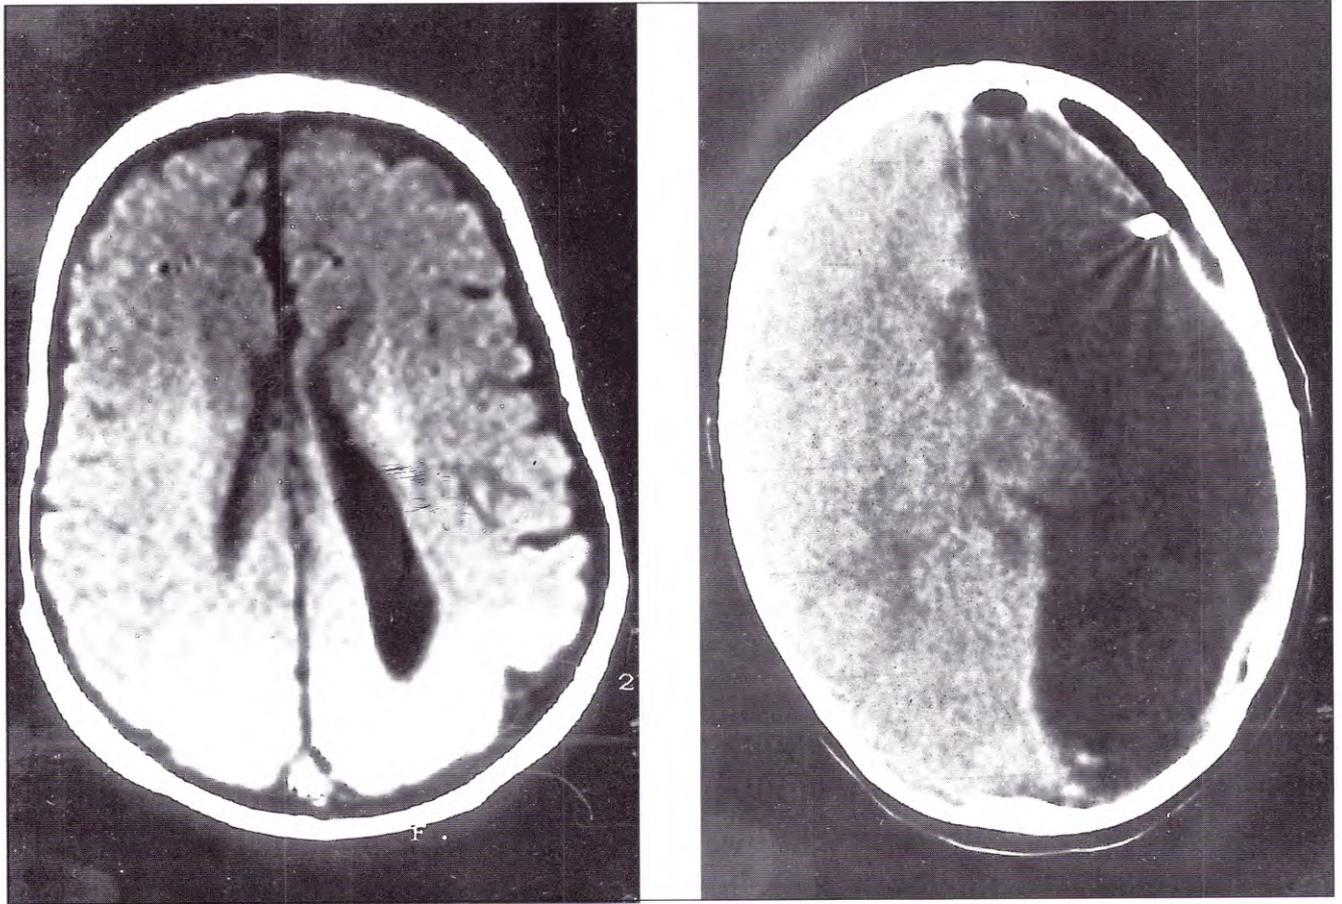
A. IRM prequirúrgica de un paciente de 10 meses de edad. Diagnóstico: hemimegalencefalia, incluida en las así llamadas "Epilepsia catastrófica de la infancia". Operada en julio/97, experimentó marcada mejoría de sus crisis convulsivas y de su hemiparesia izquierda. Persisten crisis provenientes del hemisferio contralateral, que se presentaron meses después de la ablación del hemisferio enfermo. Esta situación es posible en el contexto de esta enfermedad. B. TAC posoperatoria de control.
